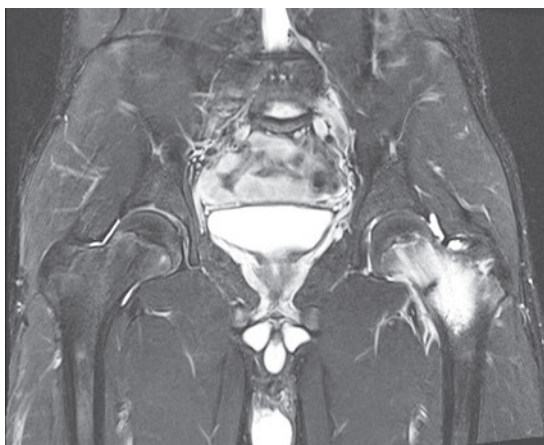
発症2週 股関節単純MRI, T2強調脂肪抑制
